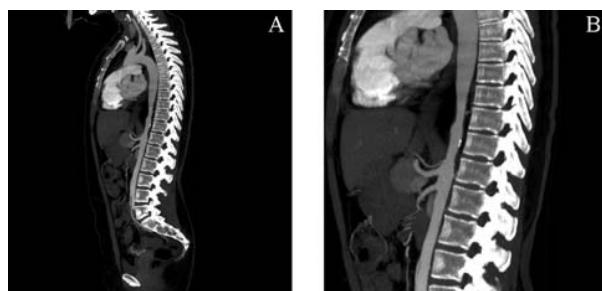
A) Angiotomografia de aorta toracoabdominal evidenciando coartação entre T10 e L1, determinando redução da luz aórtica para 0,9 cm; B) visão ampliada
